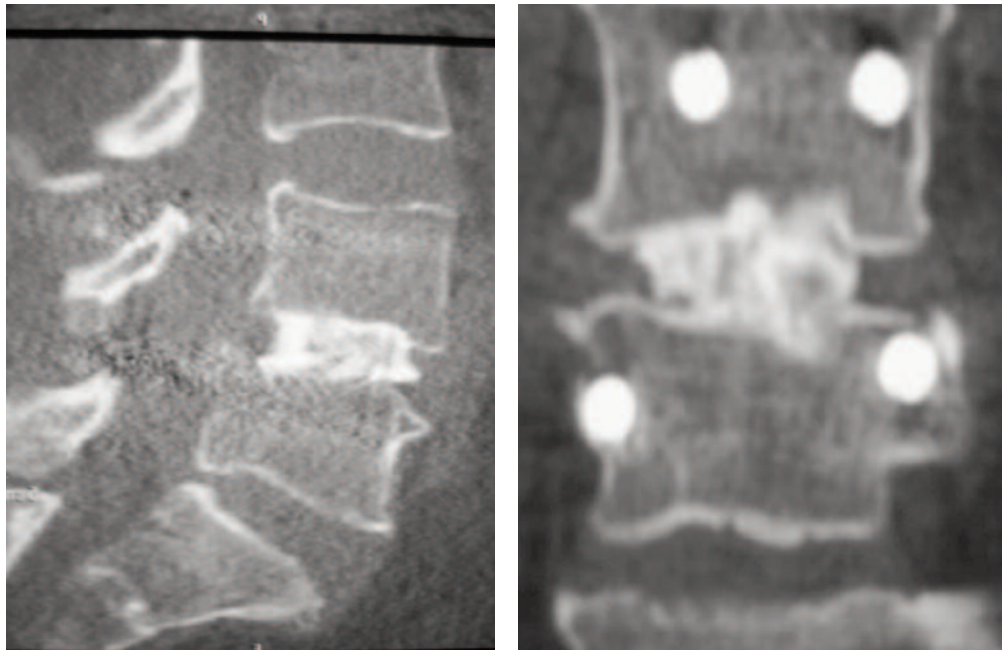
Sagittal and axial CT shows cage, bilateral pedicle screws, and fusion at the level of L4-L5.
